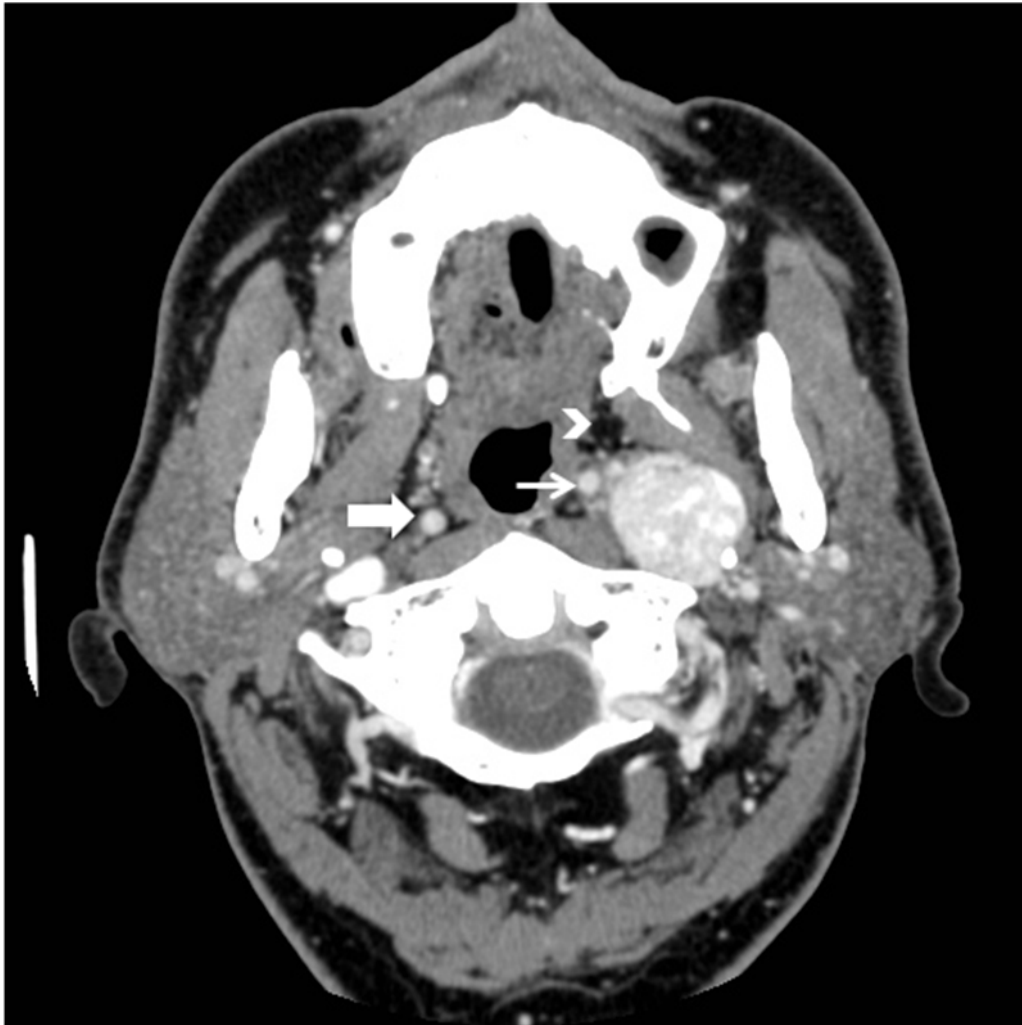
Paraganglioma izquierdo. TC con contraste. Es característica la captación irregular del contraste. El desplazamiento anteromedial de la carótida se señala con la flecha delgada, la flecha gruesa indica la posición de la carótida contralateral. La grasa preestílea, comprimida y desplazada anteriormente se muestra con la cabeza de flecha.
